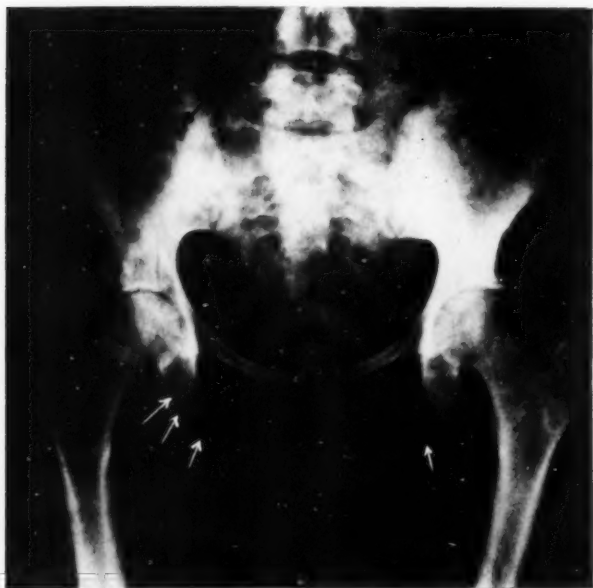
Radiography of pelvis, Case I. The arrows indicate metastatic lesions.
